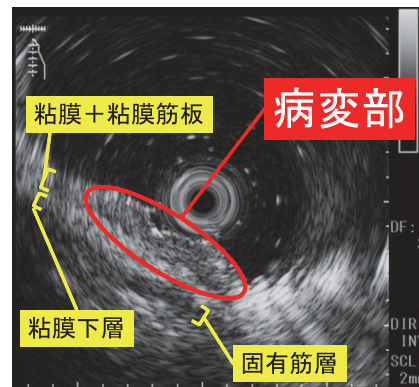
超音波内視鏡 (EUS) による深達度診断 (粘膜下層 約 500μm 浸潤例)
